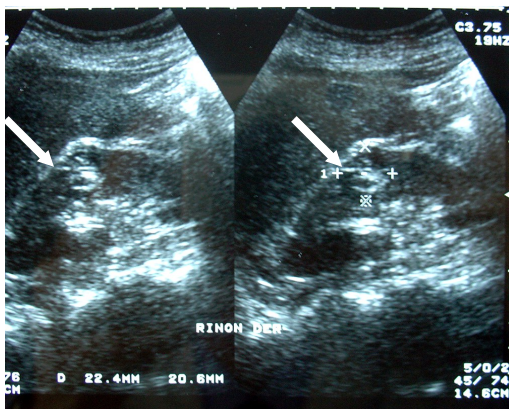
Imágenes ecográficas de tumores incidentales. A: Lesión tumoral de tercio medio de riñón derecho de 2 cm. de riñón derecho de 22 mm; B: Lesión tumoral de polo inferior de riñón izquierdo de 35 mm (Ultrasonografía)
